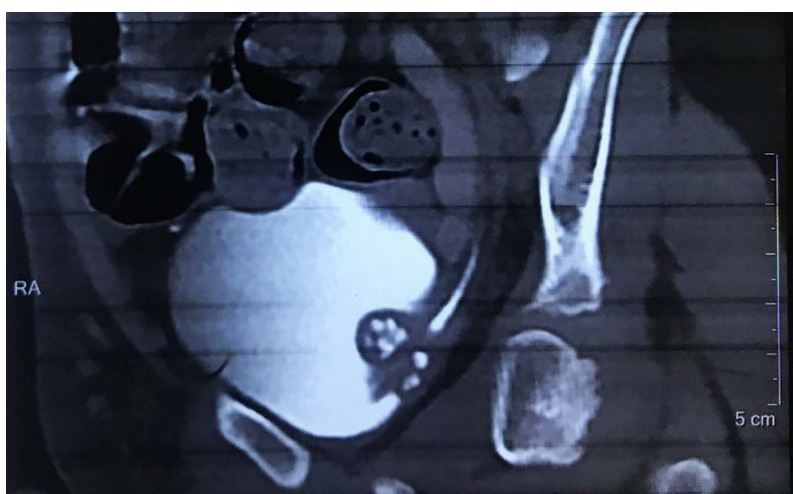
СКТ: гиперденсивное образование в мочевом пузыре слева
